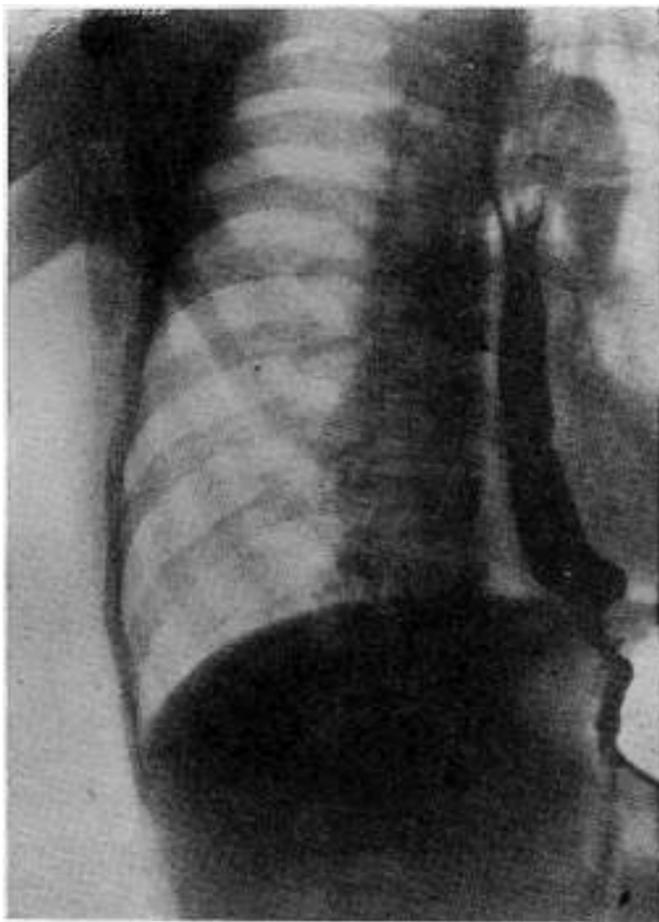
Radiografía de esófago. (Central Nº 15520).
